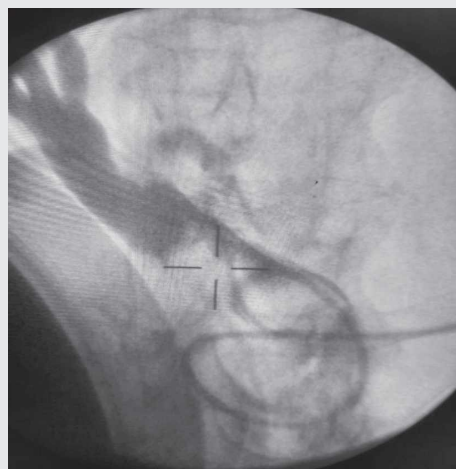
Сеанс ЭУВЛ под рентген-навигацией с контрольной холангиографией через назобилиарный дренаж (холангиограмма)
